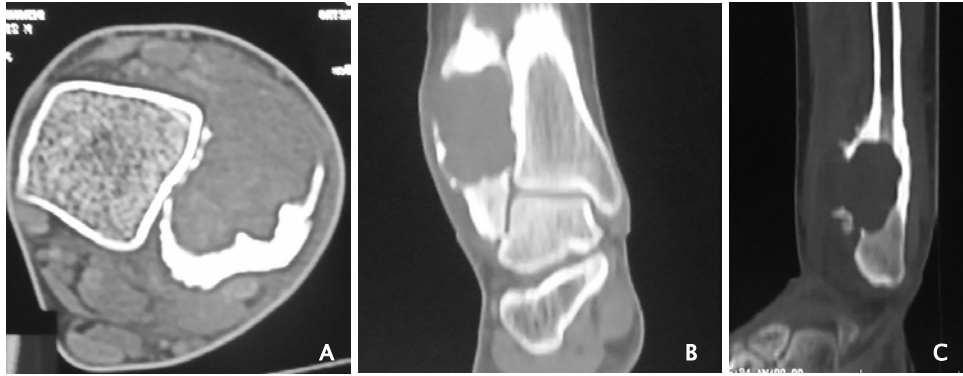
TDM de la jambe droite, coupe axiale (A), coronale (B) et sagittale (C) en fenêtre osseuse: Fibrome chondromyxoïde. Lésion de la métaphyse fibulaire distale, de densité tissulaire, à contours lobulés, responsable d'une rupture de la corticale et d'une extension aux parties molles.
